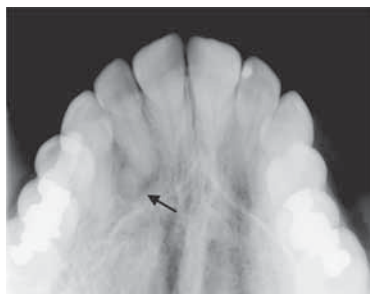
Radiographie occlusale lors du premier examen. L'os périapical de la dent 22 présente une structure anormale (flèche). La dent 22 est sensible à la neige carbonique.
